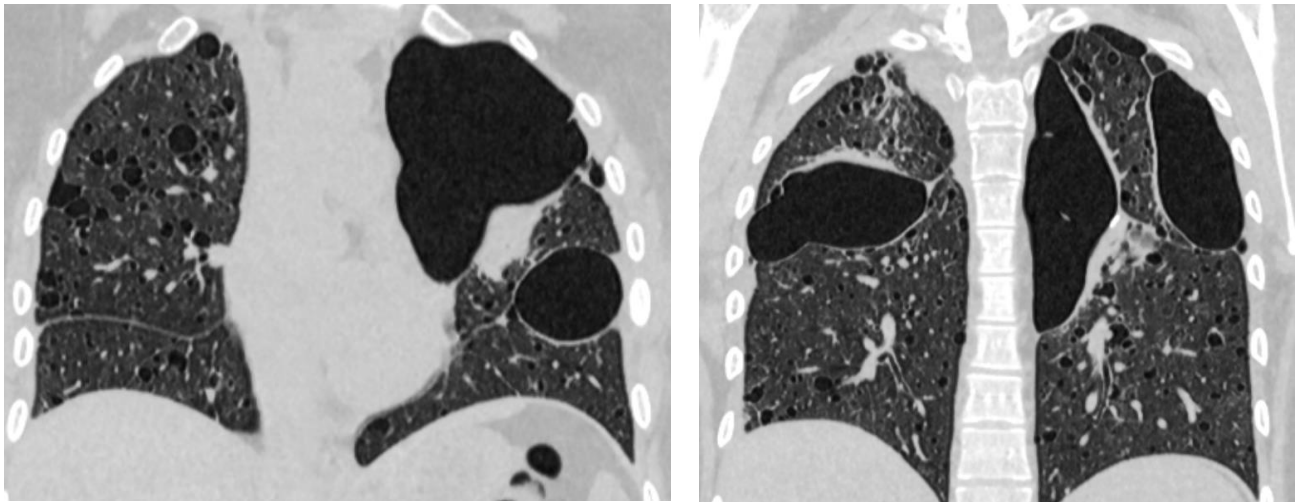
Компьютерная томография легких пациентки Б. от декабря 2016 года
